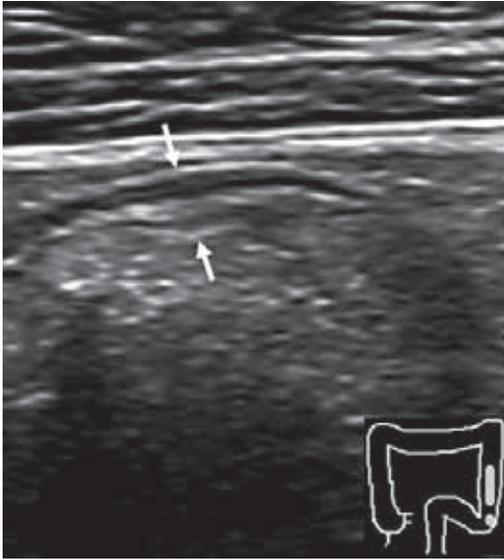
正常な大腸壁のUS像。EUS同様に5層構造を示している。最内側より, 1) 高エコー: 粘膜層, 2) 低エコー: 粘膜筋板, 3) 高エコー: 粘膜下層, 4) 低エコー: 固有筋層 (一番認識しやすい), 5) 高エコー: 漿膜下層。
